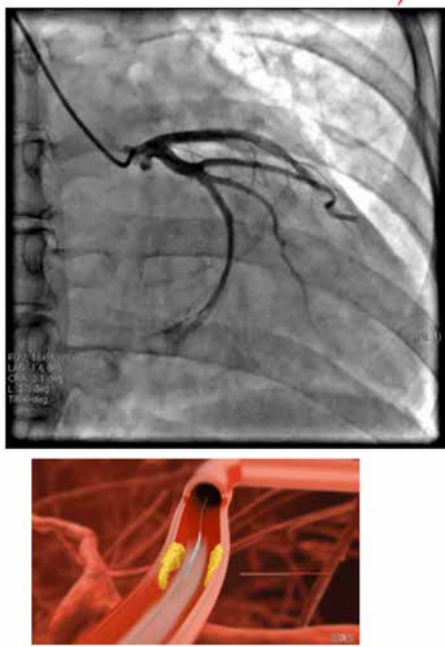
Angio – CT (montare stent farmacologic)
